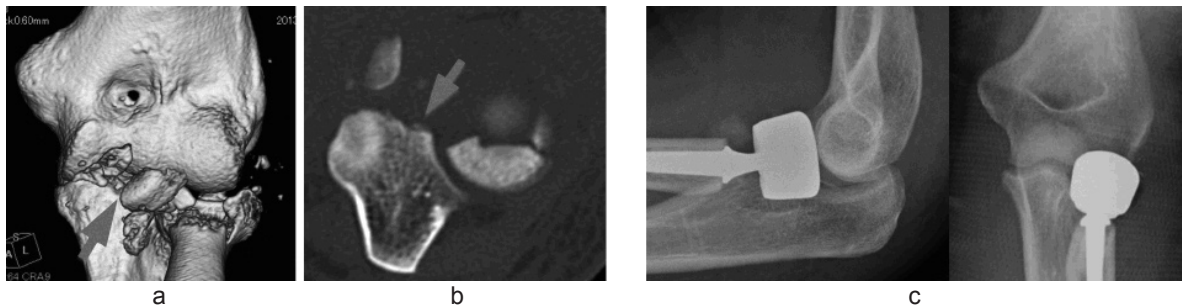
症例番号6 a: 術前3D-CT 矢印は輪状靭帯前方付着部の骨折部
